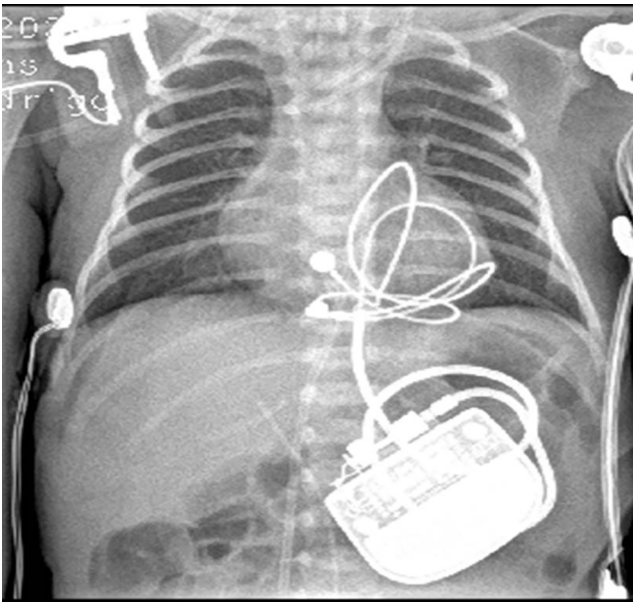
Radiografia de tórax de paciente com 12 horas de vida e pesando 1,8 kg submetido a implante de marcapasso cardíaco definitivo unicameral.
